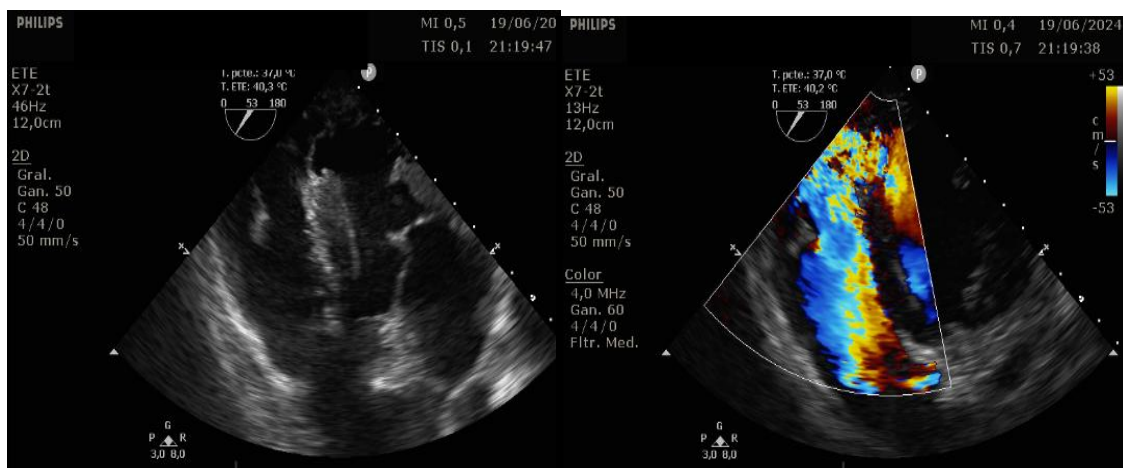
ecocardiograma transesofágico en plano transgástrico a 50° que muestra una gran solución de continuidad a nivel de septo inferior basal con shunt izquierda-derecha.
